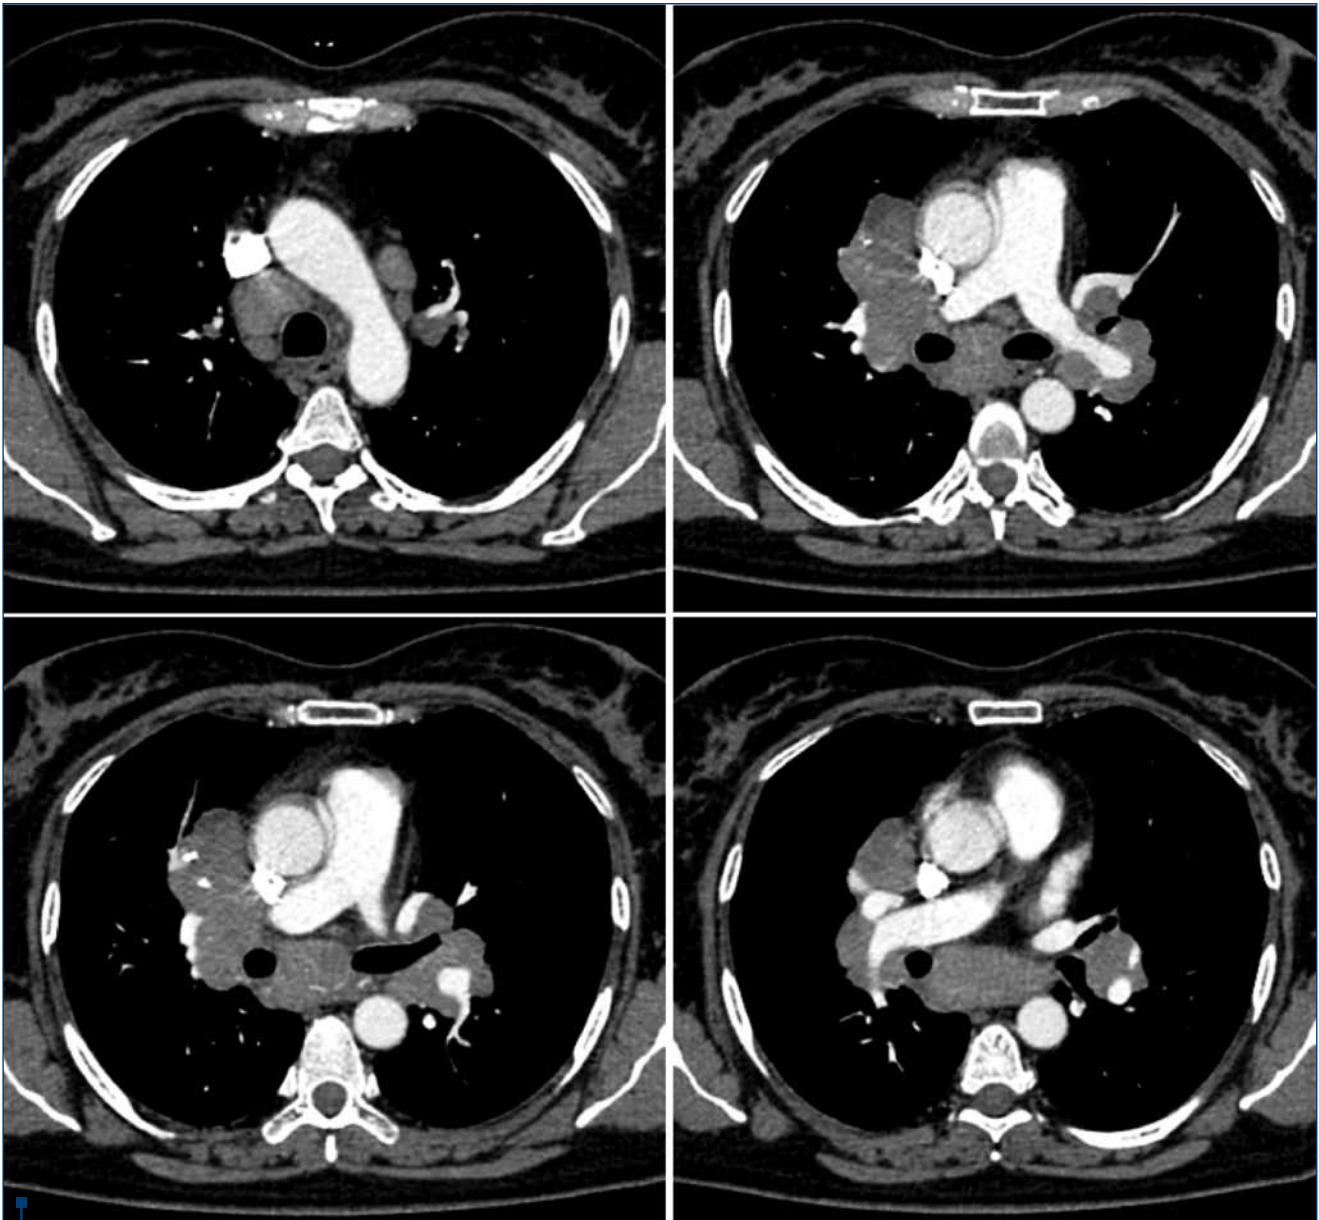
Tomografie computerizată toracică cu contrast i.v. la momentul diagnosticului: adenopatii mediastinale multiple; masă expansivă cu aceeași structură cu a ganglionilor situată anterior de hilul drept, cu dezvoltare către lobul mediu
